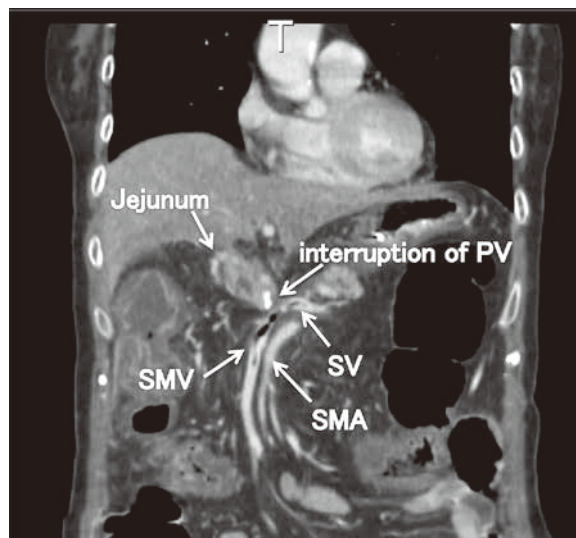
Contrast enhanced CT revealed absence of blood flow of the PV for about 2 cm at the confluence of the SMV and the splenic vein (a).
